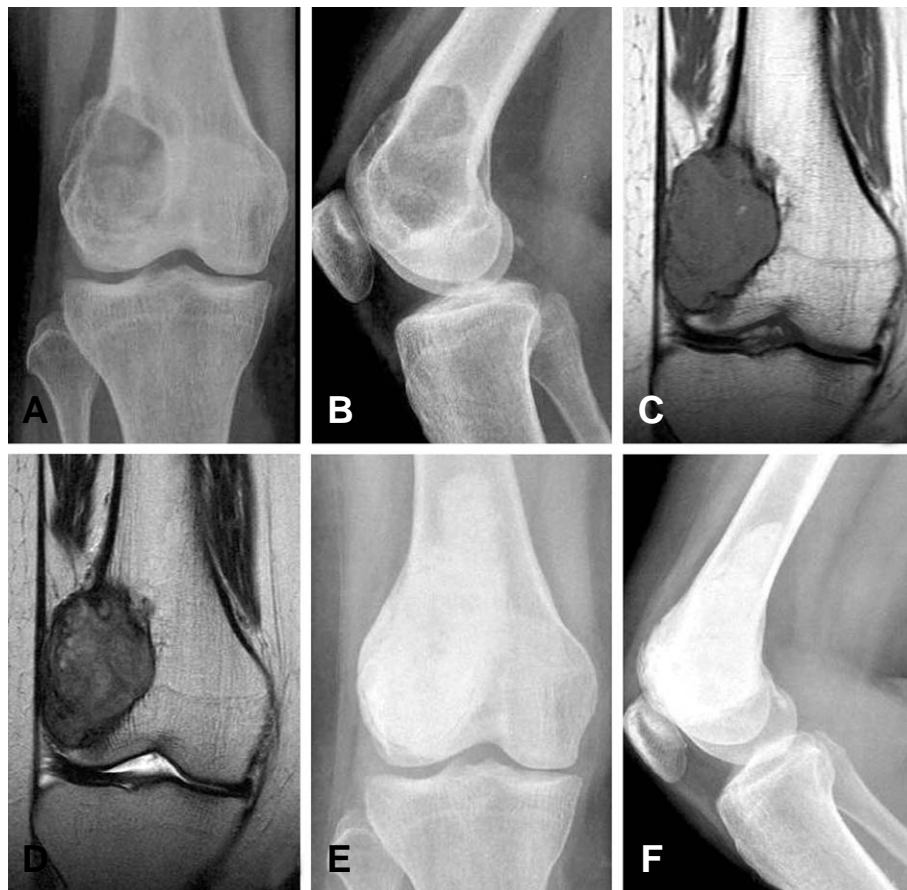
Anteroposterior (A) and lateral (B) preoperative radiographs show the giant cell tumor of the distal end of femur in a 34-year-old woman. T1WI (C) and T2WI (D) show thin and ballooned cortex containing low signal area in the distal end of femur. Anteroposterior(E) and lateral(F) radiograph made immediately after bone cement filling.
